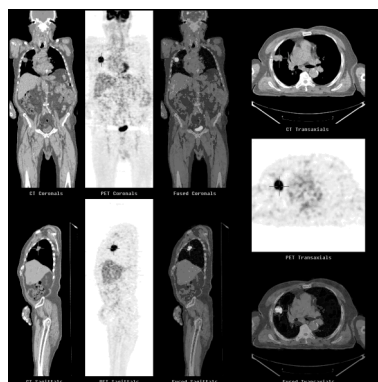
NSP com hiperacumulação anómala de FDG-F18 compatível com lesão neoplásica maligna no pulmão direito.
